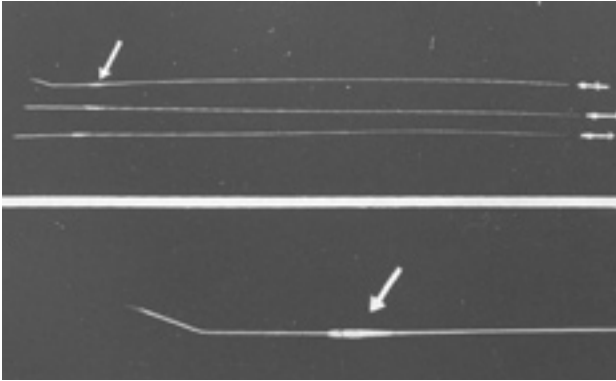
1962年当時の心内スキャンニング用の超音波カテーテル。矢印は径2mmの超小型超音波トランスジューサ。
